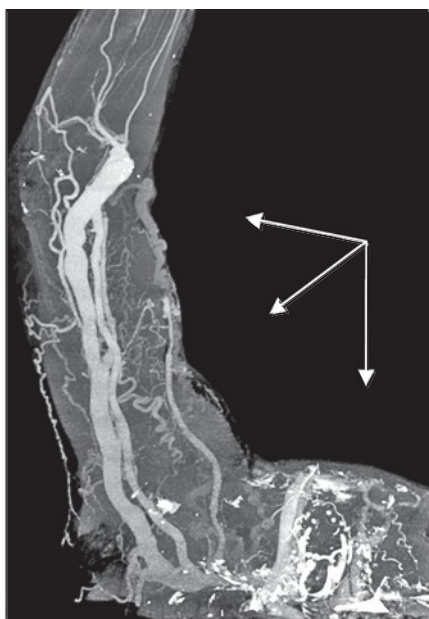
Stenoză centrală. Dilatarea venelor superficiale; angio-TC.
